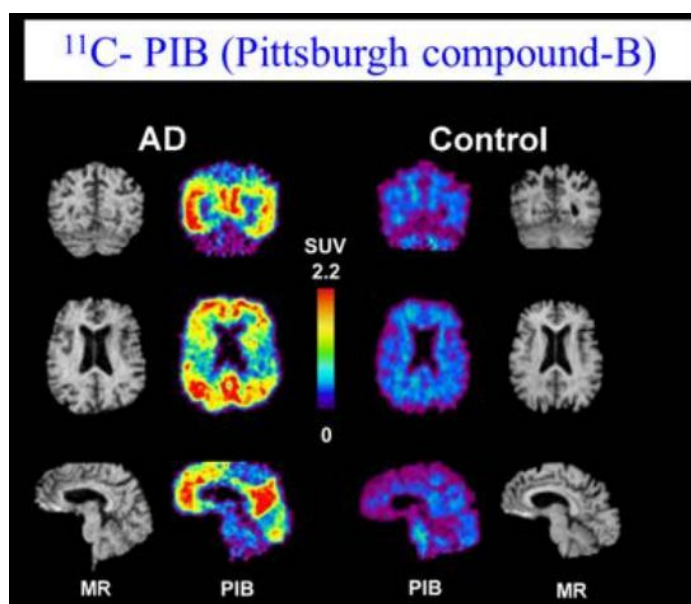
izquierda: imagen de un PET con PiB en un paciente con EA, derecha: imagen de un paciente sano. Tomada de (37)
